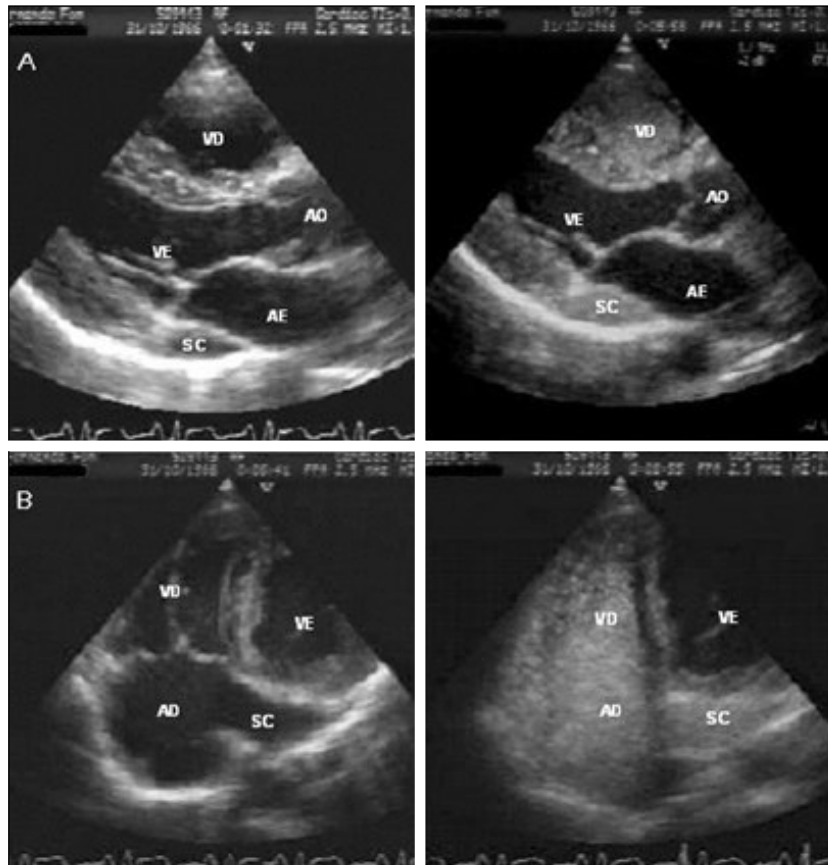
Plano para-esternal longitudinal (A) e apical 4 câmaras modificado (B), em que se pode observar a dilatação do seio coronário (SC) e a sua opacificação após injeção de solução salina agitada numa veia do antebraço esquerdo.
